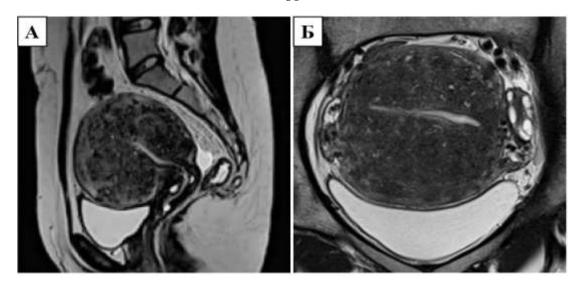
МРТ снимок пациентки с диффузным аденомиозом III степени: ассиметричное утолщение стенок матки, понижение интенсивности сигнала миометрия с гиперинтенсивными включениями: А — продольный срез, Б — поперечный срез
